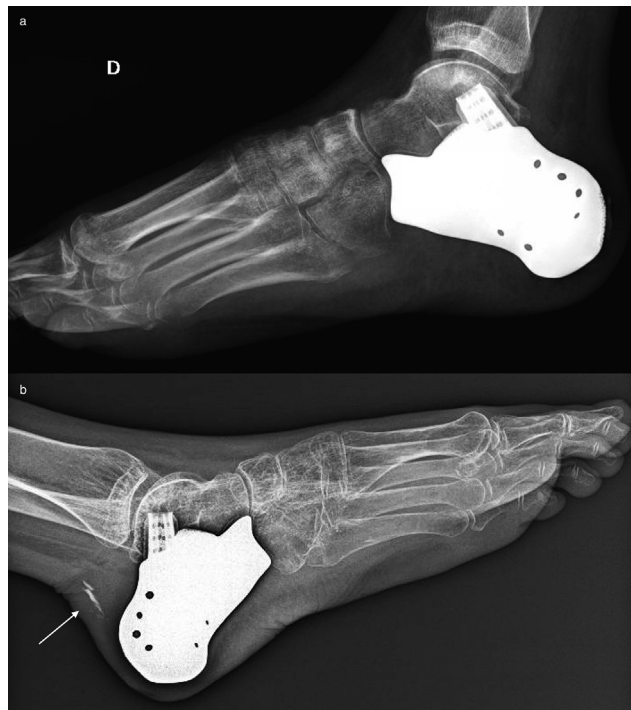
a&b: (a) Laterales Röntgenbild wenige Tage postoperativ nach Rekonstruktion mittels Individualprothese bei subtotaler Calcanektomie eines bioptisch gesicherten Ewing Sarkoms des Calcaneus. (b) Ein Jahr postoperativ kam es im Rahmen eines Stolpersturzes zum Ausriss der am Implantat inserierten Achillessehne (Pfeil).
